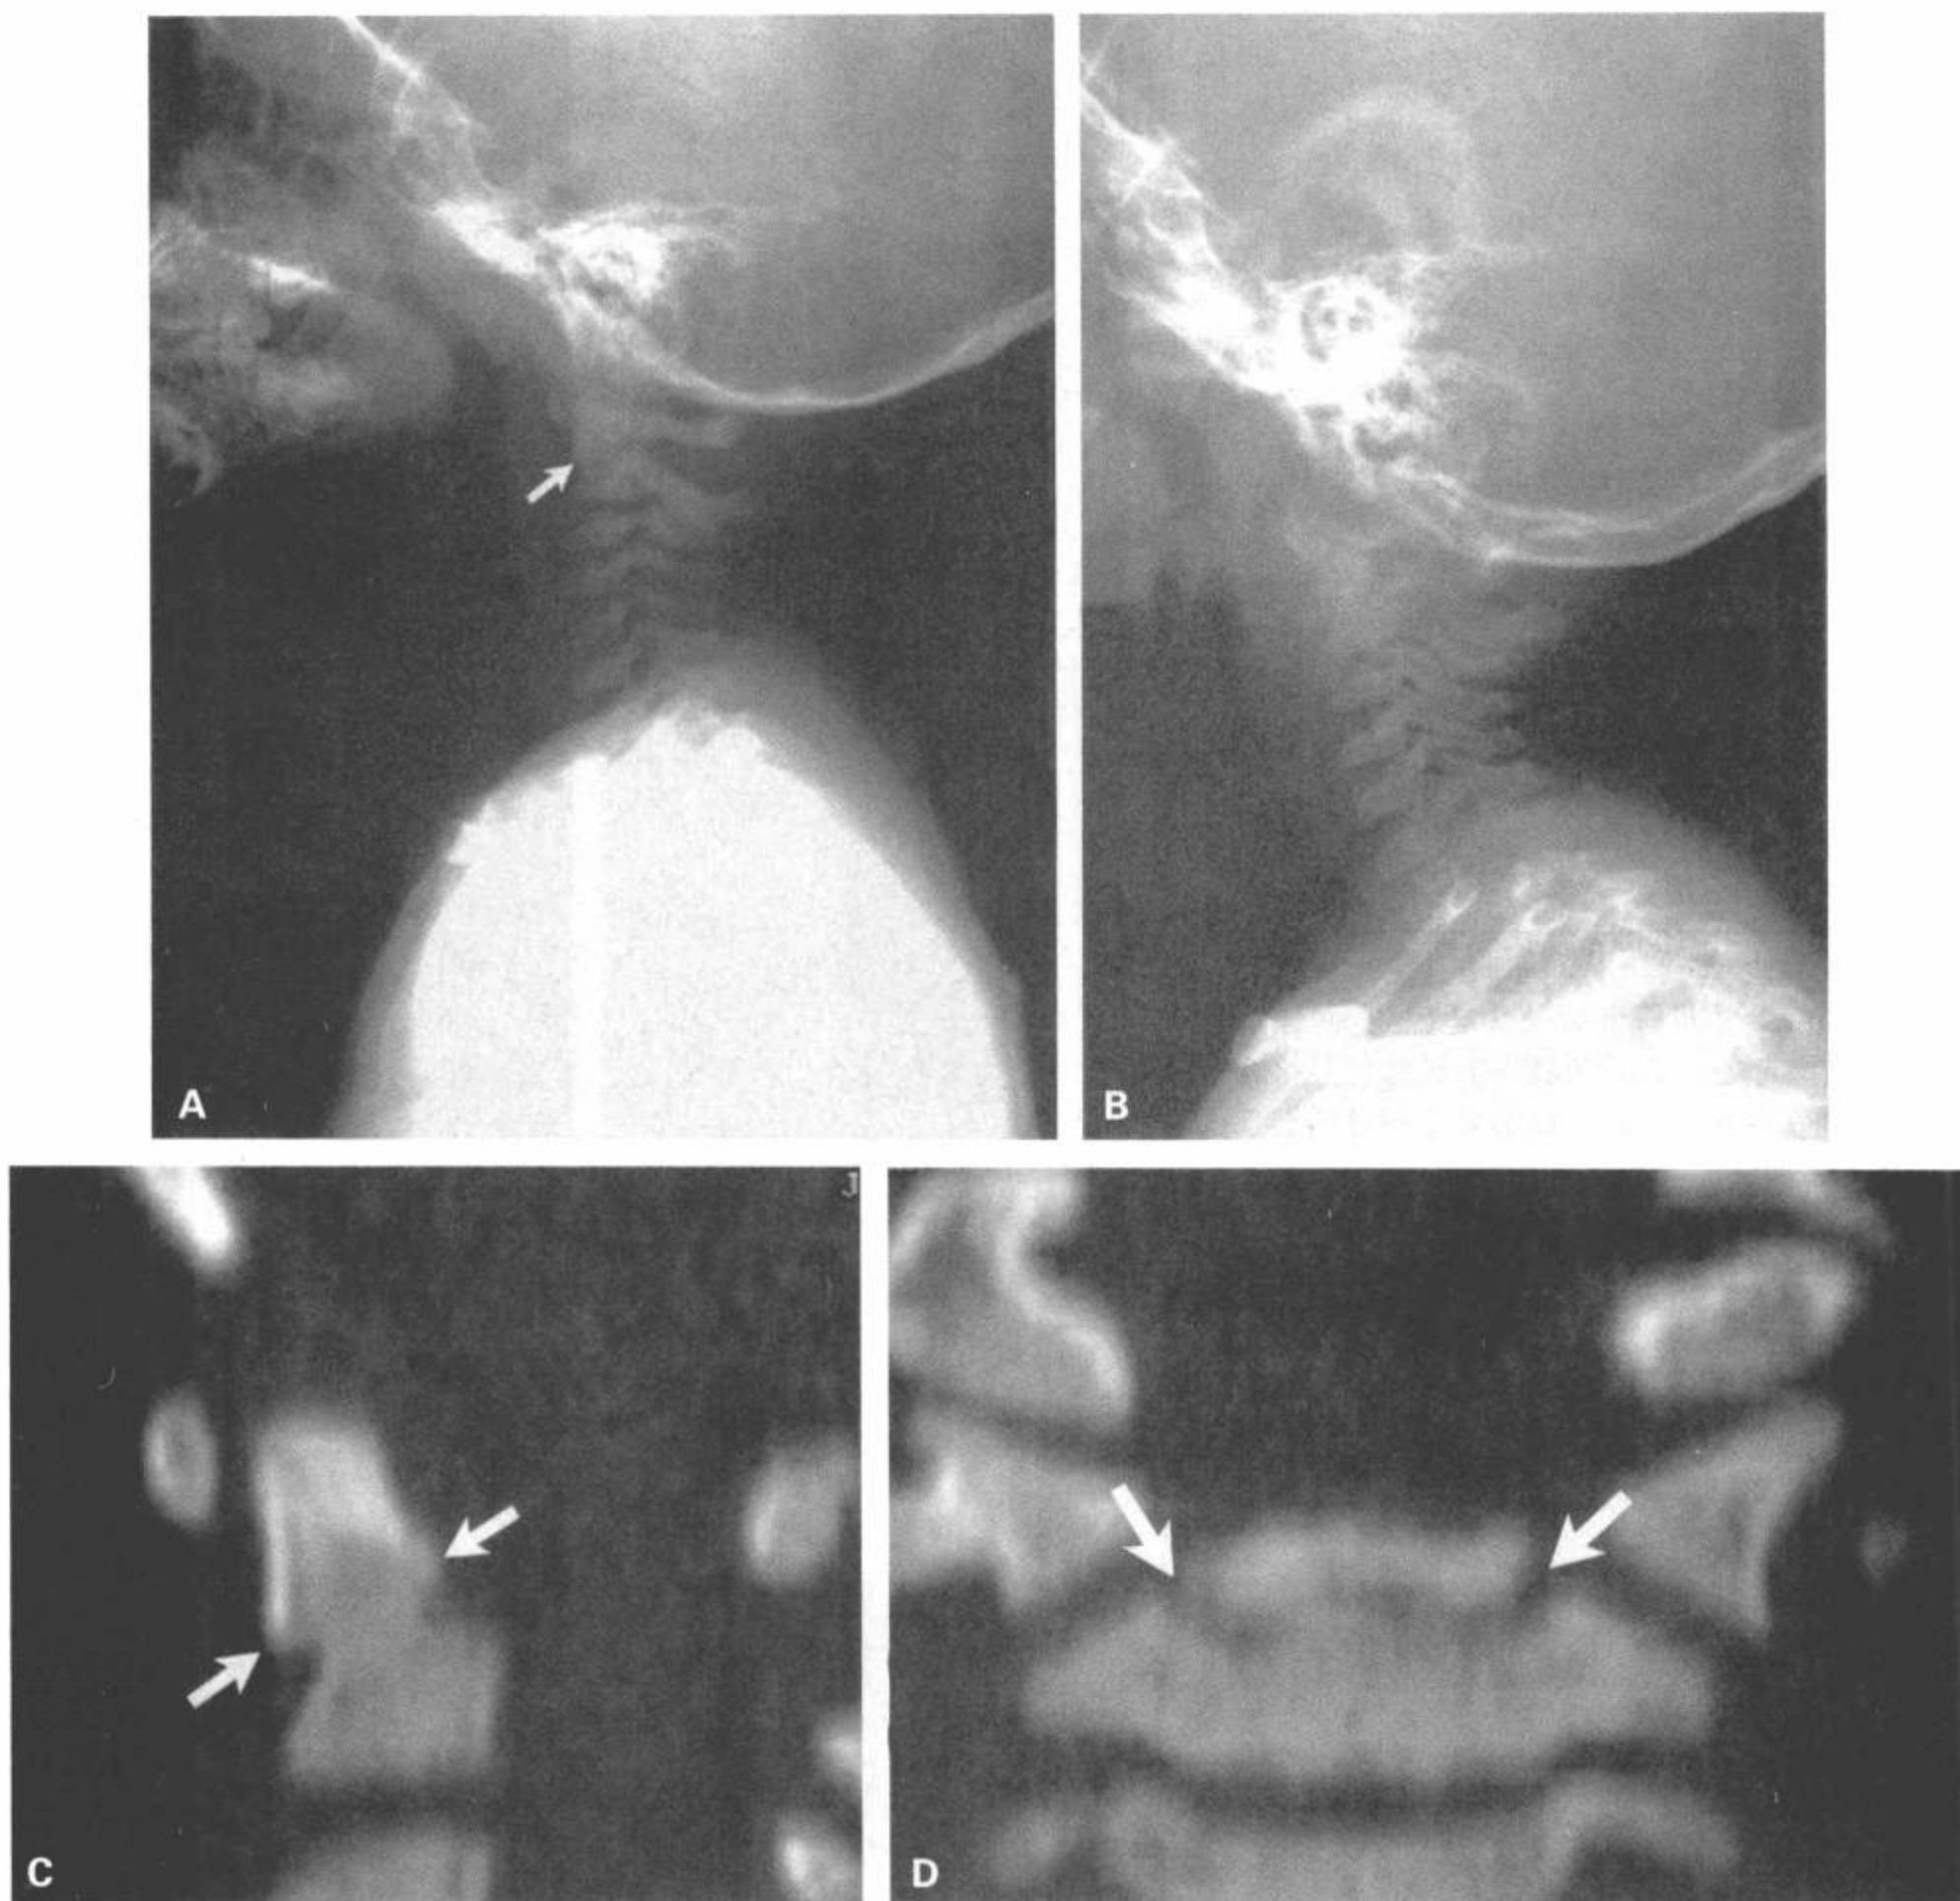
II 型齿突骨折。3 岁病人，从床内跳出，目前颈部疼痛。颈椎侧位片（A，B）、CT 矢状面重组图像（C）和 CT 冠状面重组图像（D）显示齿突软骨结合部正上方的骨折（箭），伴齿突在 C2 基底上方向前屈曲。
